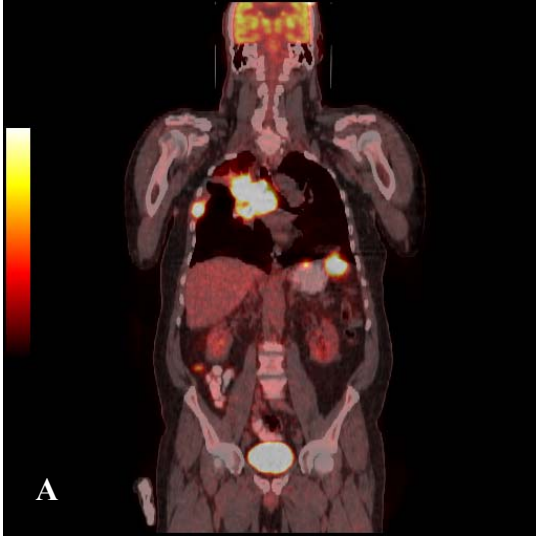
Küçük hücreli akciğer kanseri tanılı 64 yaşında erkek hastada primer tümör: A-Sagittal pozitron emisyon tomografisi füzyon görüntüsü, B-Aksial pozitron emisyon tomografisi füzyon görüntüsü, C-Koronal pozitron emisyon tomografisi füzyon görüntüsü.
